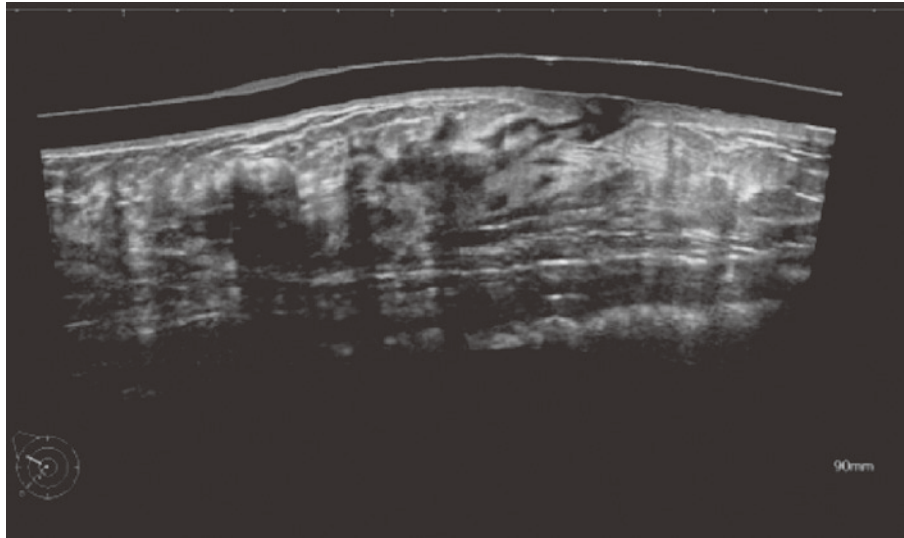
Ultrasonography revealed irregular low echo area in C area in right breast
